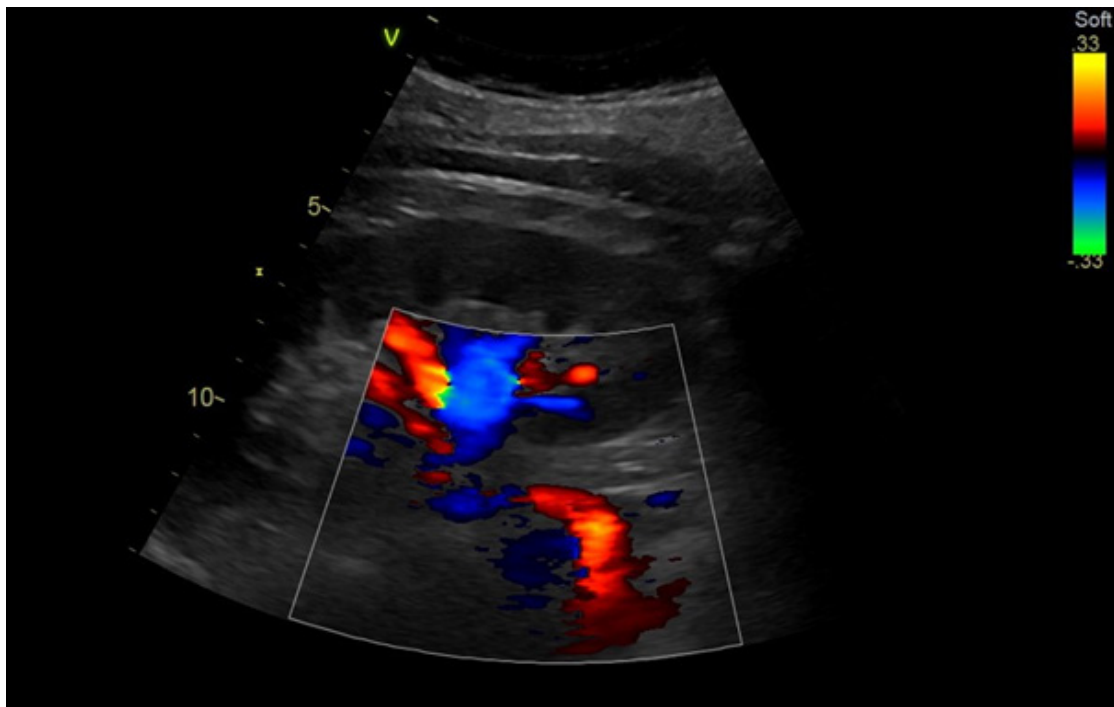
W opcji kolorowego dopplera dobrze widoczne naczynia wewnątrznerkowe (kolory: czerwony — tętnice, niebieski — żyły). Zdarza się, że ocena ukrwienia w ultrasonografii dopplerowskiej tętnic nerkowych (RDUS) kończy się na ocenie jakościowej (prawidłowe/upośledzone/skąpe globalne unaczynienie nerki lub jego brak)
